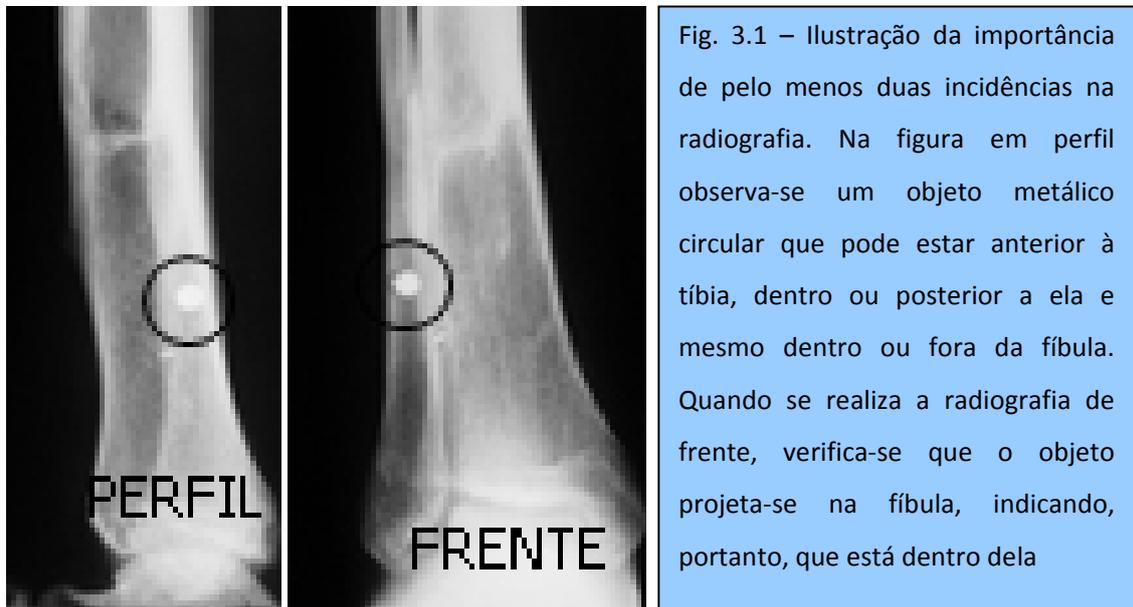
Ilustração da importância de pelo menos duas incidências na radiografia. Na figura em perfil observa-se um objeto metálico circular que pode estar anterior à tibia, dentro ou posterior a ela e mesmo dentro ou fora da fíbula. Quando se realiza a radiografia de frente, verifica-se que o objeto projeta-se na fíbula, indicando, portanto, que está dentro dela
